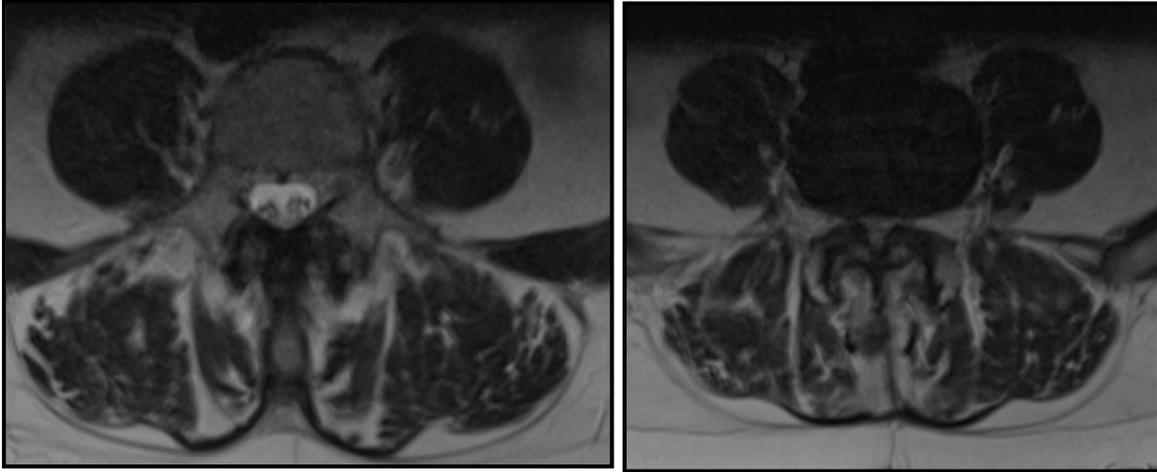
Imagen axial de resonancia comparando un nivel lumbar normal (izda) y un nivel estenótico (dcho) en el mismo paciente.
